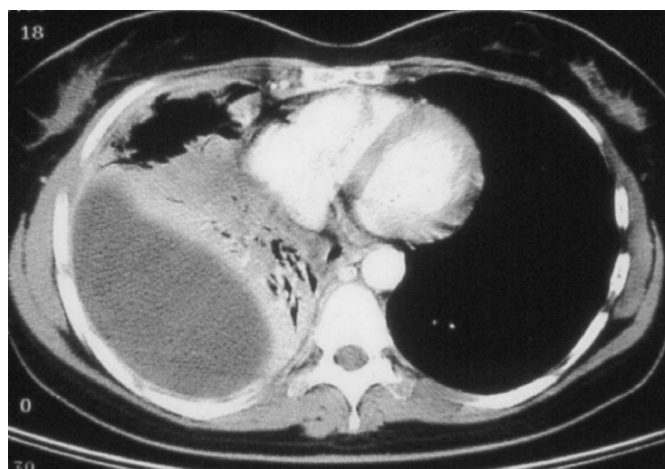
Computertomographie eines Patienten mit rechtsseitigem, nicht gekammertem Pleuraempyem. Typisches Kontrastmittel-Enhancement der Empyemwand.
